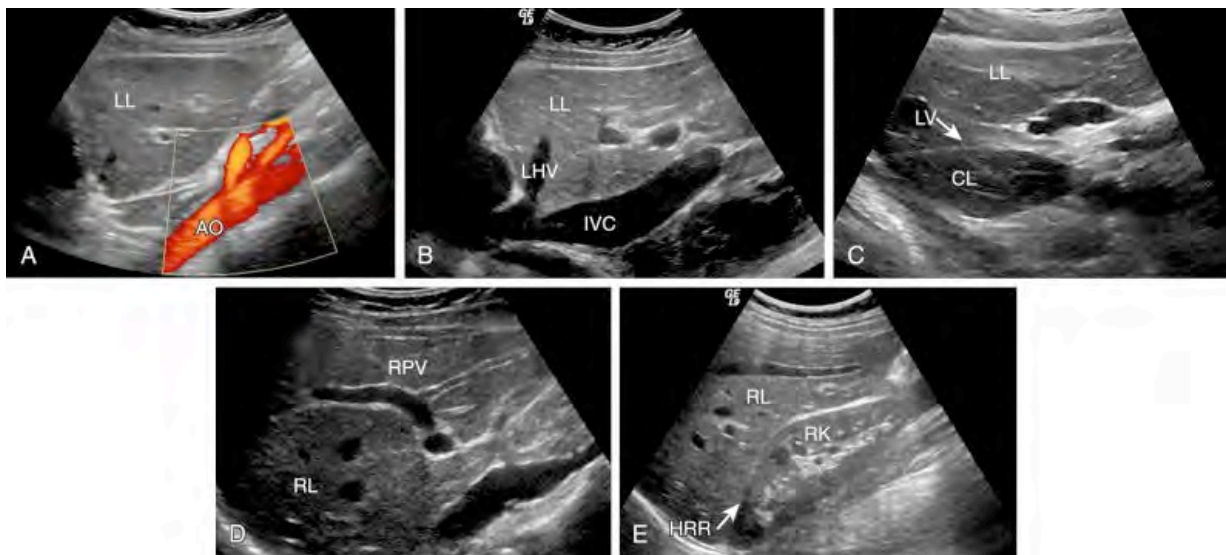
Ultrasonograma hepático.
